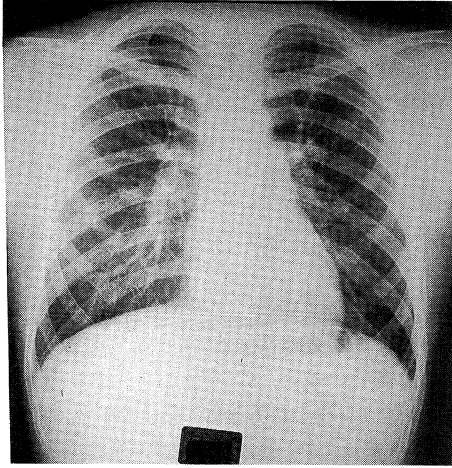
Chest X-ray film just before receiving chemoprophylaxis
